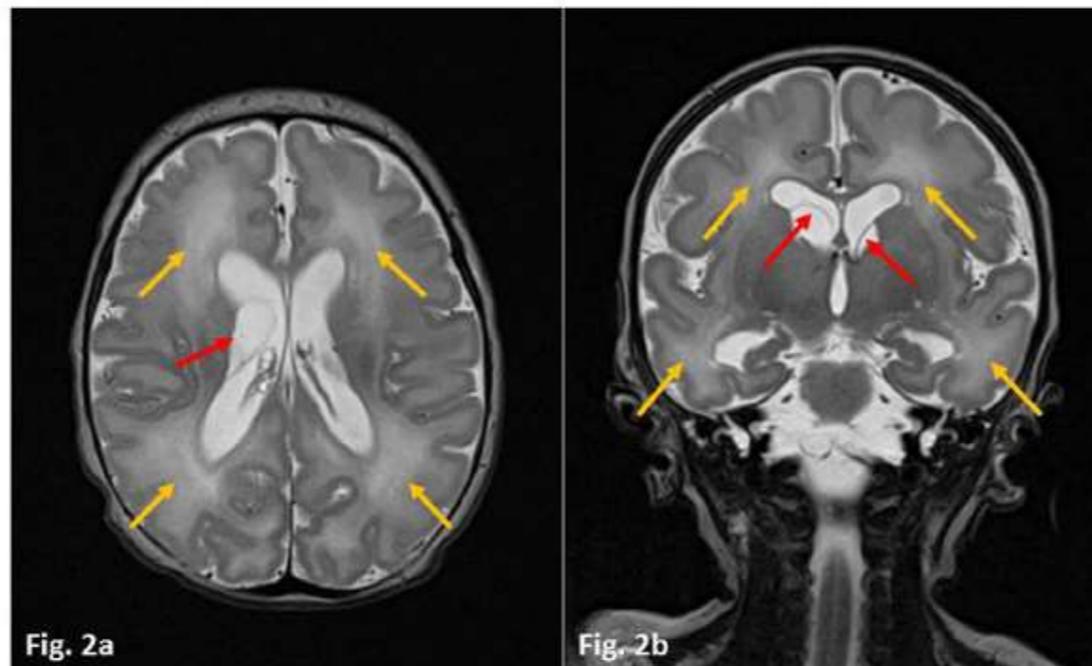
Postnatal magnetic resonance imaging (MRIs) at day of life 5. Axial (A) and coronar (B) T2-weighted sequences. Red arrows show septa of intraventricular cysts in the area of the former matrix germinativa (loco classico). Slight dilatation of both lateral ventricles. Yellow arrows mark white matter hyperintensities bi-frontally and occipitally. No signs of calcification or polymicrogyria.
